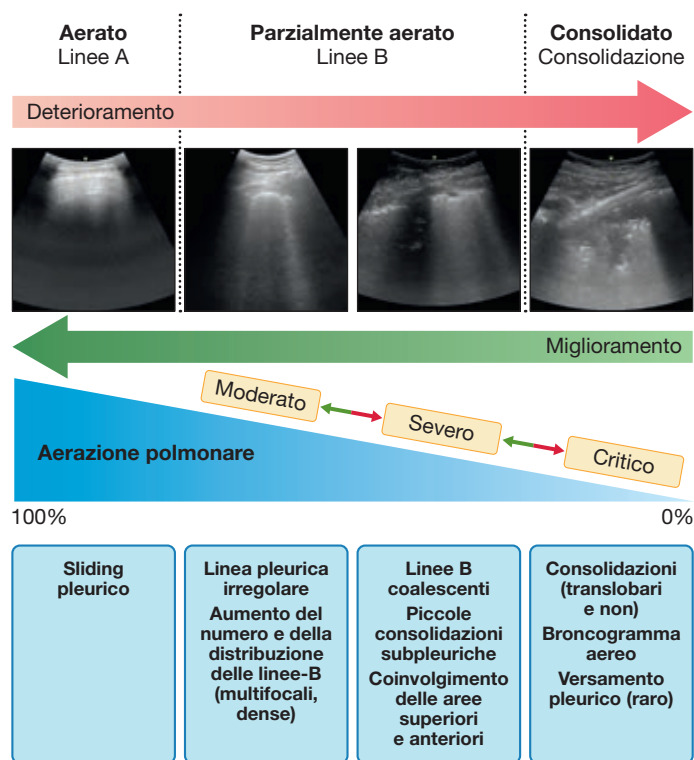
Evoluzione della polmonite da SARS-CoV-2 all'ecografia polmonare. (Modificata da M.J. Smith et al., *Point-of-care lung ultrasound in patients with COVID-19 - a narrative review, Anaesthesia*, 75(8):1096-1104, 2020.)
